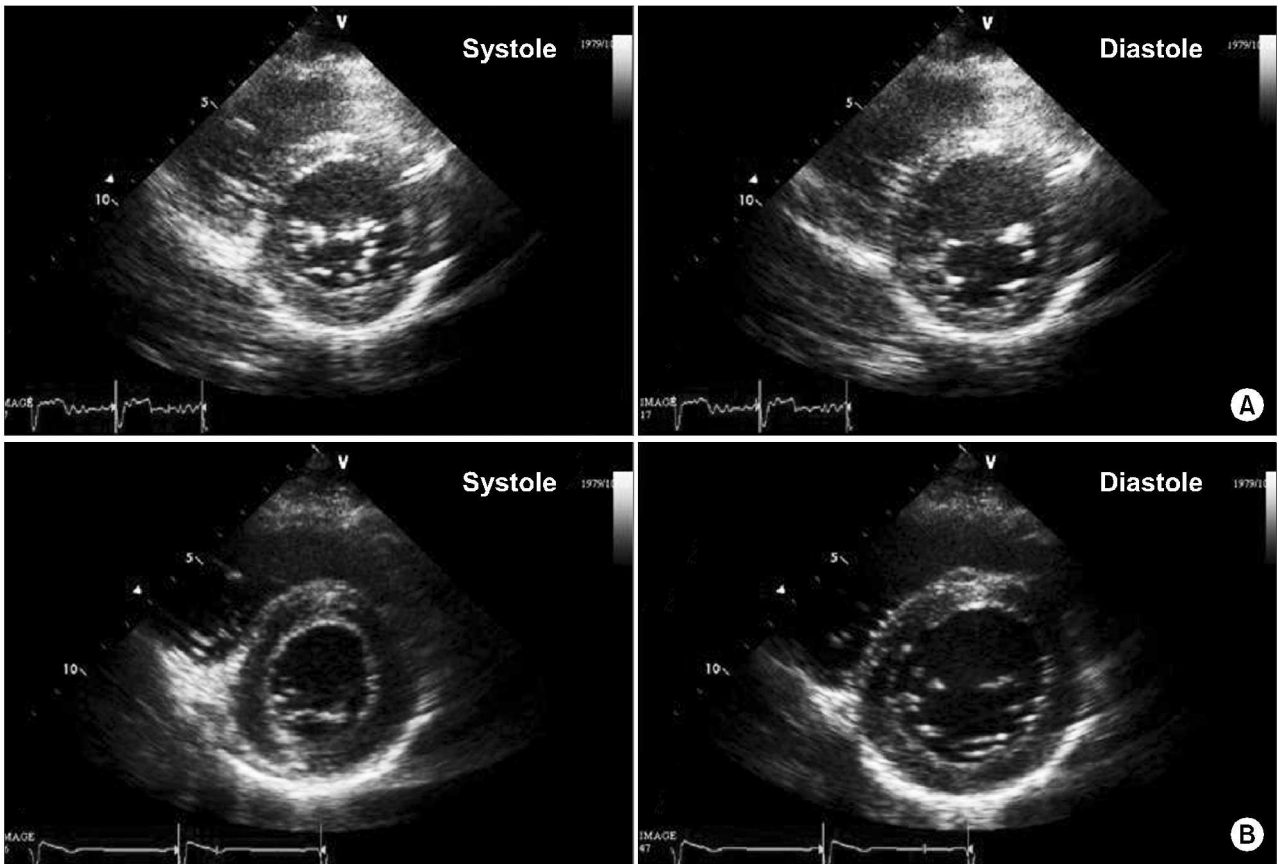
Transthoracic echocardiography (TTE). (A) TTE at 3 hours after CPR. Global hypokinesia with ejection fraction (EF) of 27% was shown. (B) TTE at postoperative day 3: no regional wall motion abnormality with EF of 63% was shown.
